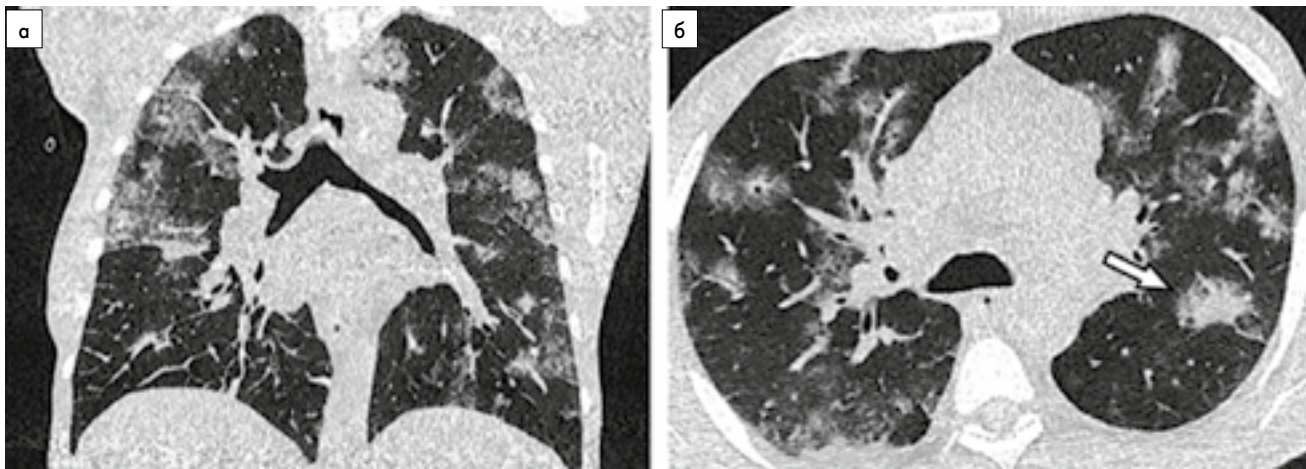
КТ ОГК пацієнта 62 років із COVID-19-асоційованою пневмонією через 8 днів після появи симптомів.
